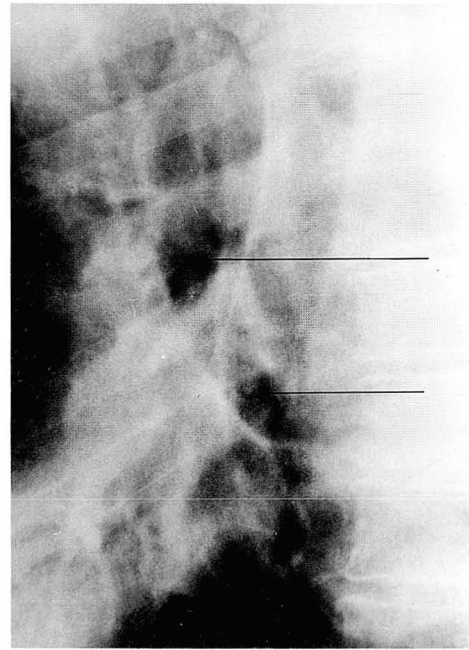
Lateral radiograph of a patient with left lower lobe collapse. The left upper lobe bronchus is displaced inferiorly and posteriorly. The distance between both upper lobe bronchi is 3.2 cm.
